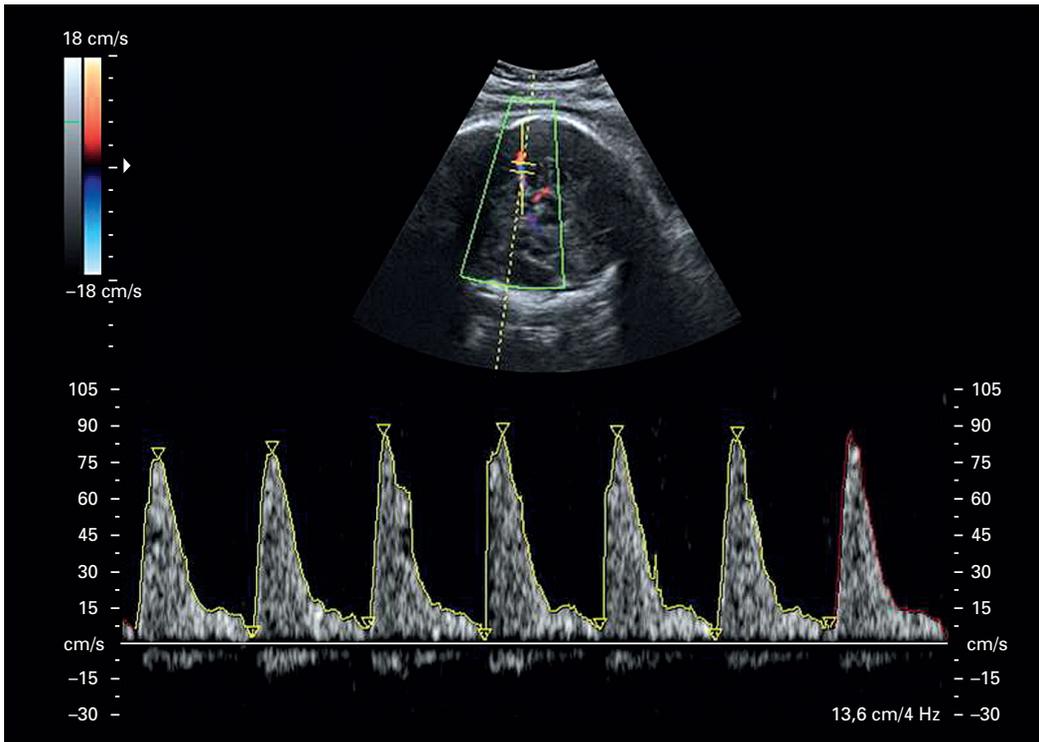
Erhöhte Flussgeschwindigkeit der A. cerebri media als sonographisches Zeichen einer fetalen Infektion
